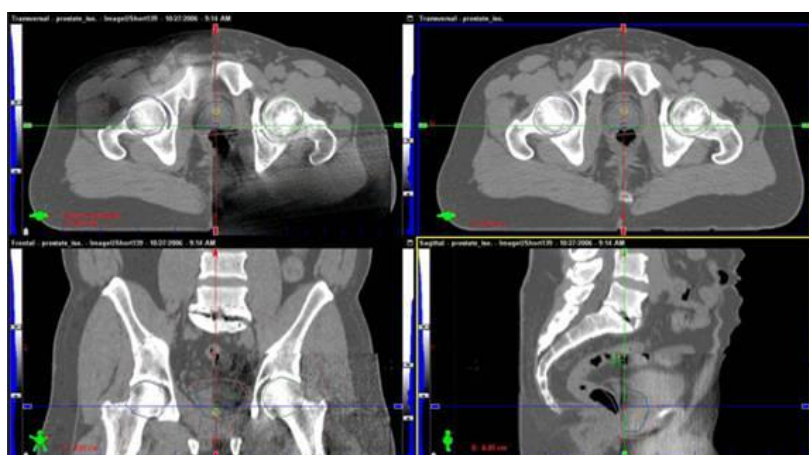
Imagens de uma pelve obtidas a partir de um CBCT.
